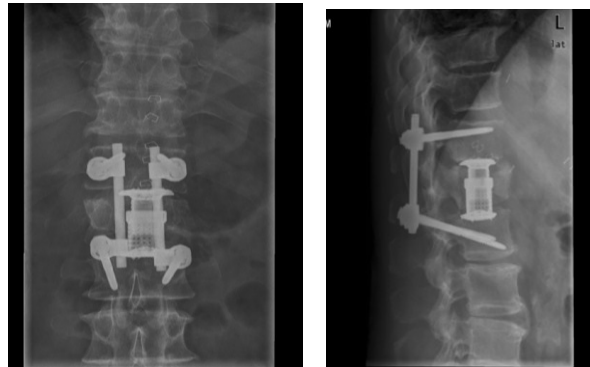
postoperatives Röntgenbild nach thorakoskopischer ventraler Stabilisierung mittels Cage und liegendem bisegmentalem Fixateur interne bei LWK 1-Fraktur
